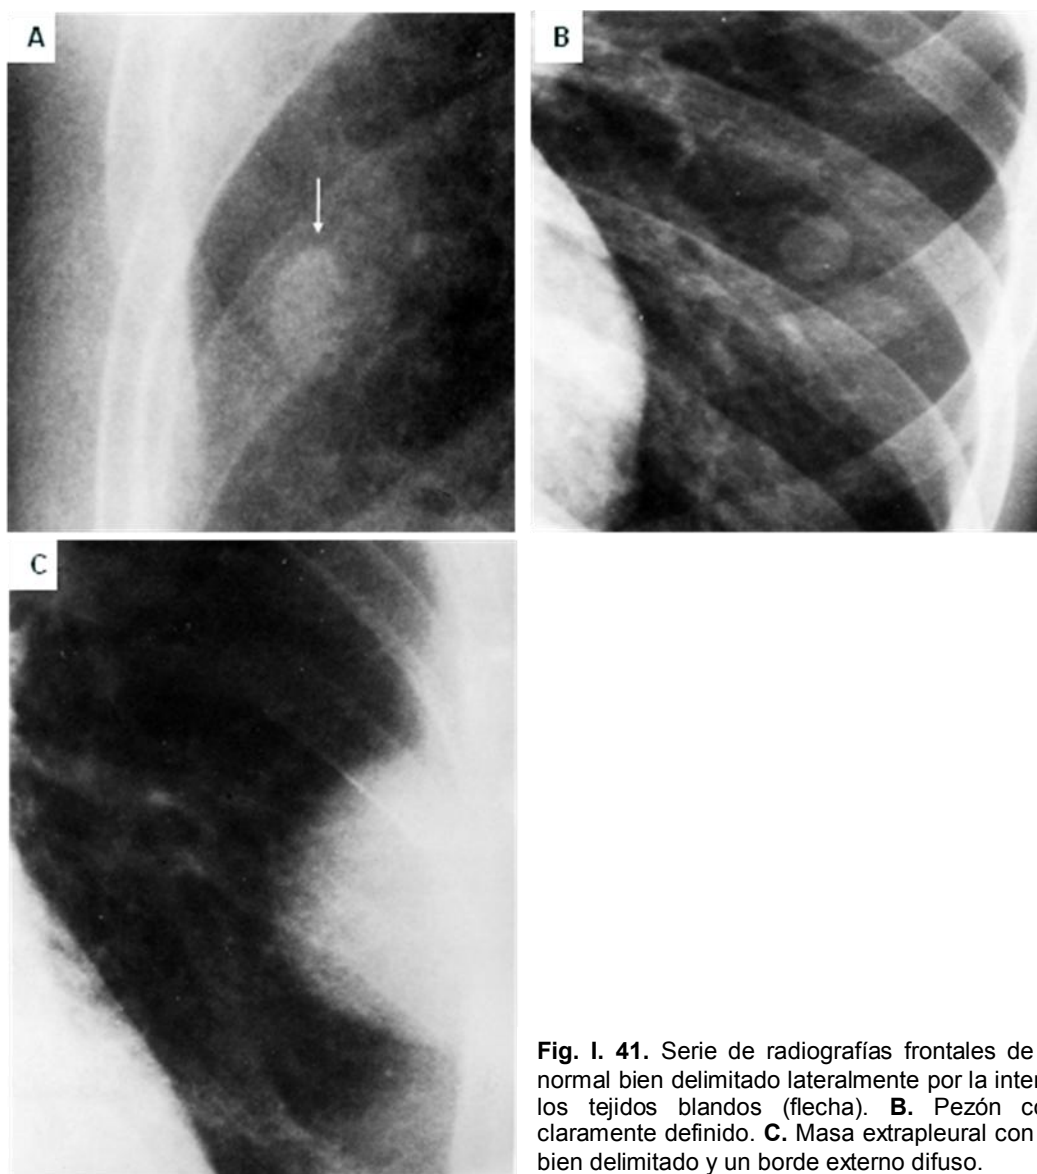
41. Serie de radiografías frontales de tórax. A. Pezón normal bien delimitado lateralmente por la interfase del aire con los tejidos blandos (flecha). B. Pezón con un contorno claramente definido. C. Masa extrapleural con un borde interno bien delimitado y un borde externo difuso.
